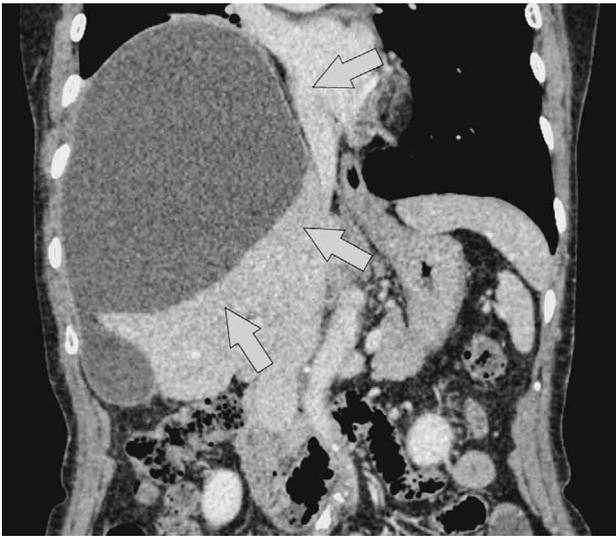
交通外傷3ヵ月後のCTで認めた巨大 biloma
